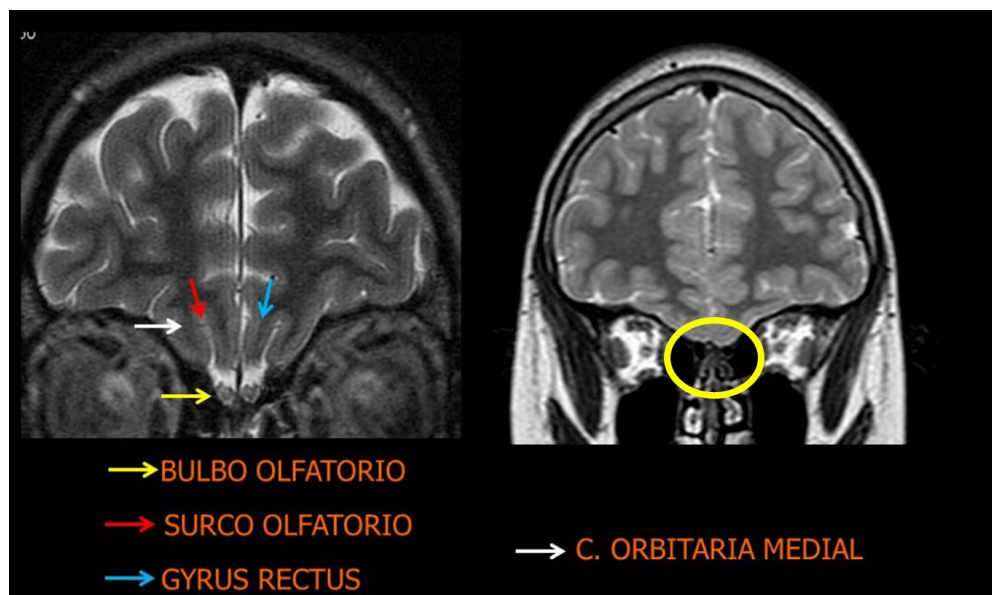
Imagen de RM craneal (T2) donde se muestra bulbos olfatorios normales (izquierda flecha amarilla) y con ausencia de bulbos olfatorios derecha encerrado en la circunferencia, modificado de (146)
